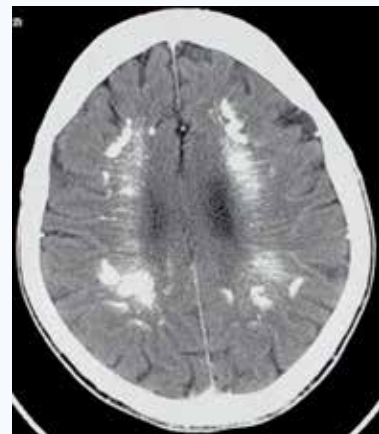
Axial CT scan showing bilateral periventricular white matter calcifications
